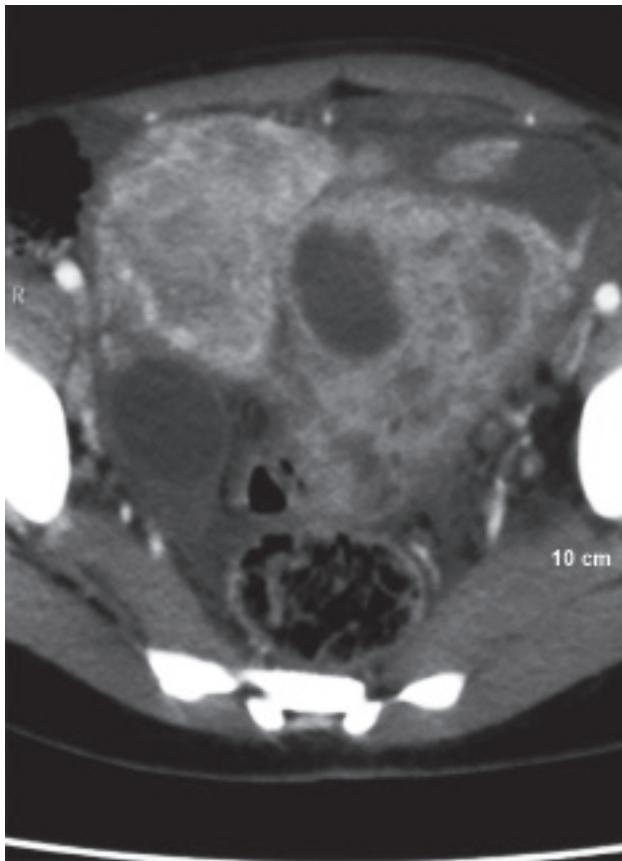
TAC del abdomen, en corte transversal, donde se identifican un tumor anexial izquierdo y una lesión quística contralateral en el ovario.
